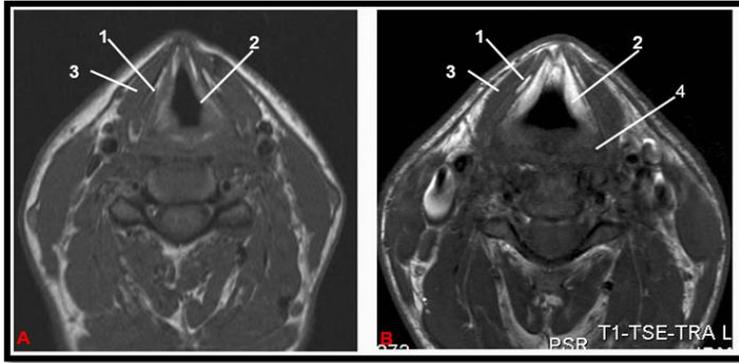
Coupes axiales pondérées T1 (A : IRM 1.5 T ; B : IRM 3T), passant par les replis vestibulaires (40,41).
